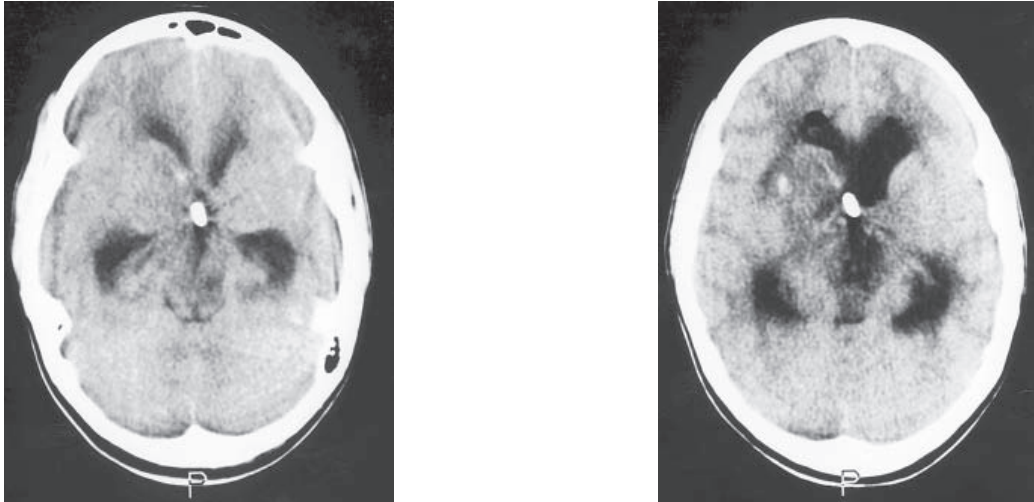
Tomografia de crânio no 2º dia pós-operatório.
